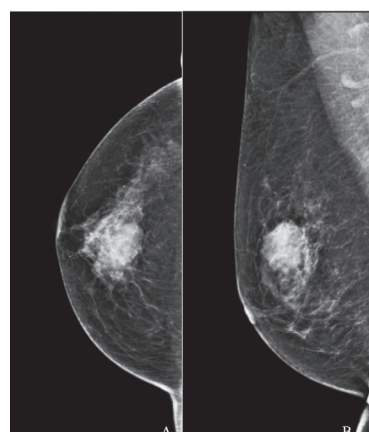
乳腺X线摄影头尾位 (A) 和内外斜位 (B) 中边缘模糊的肿块
